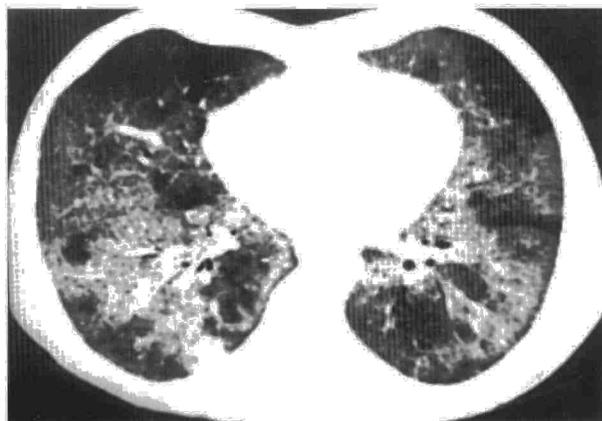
TAC de alta resolución a nivel de lóbulos inferiores que muestra la existencia de una afectación pulmonar bilateral y difusa caracterizada por opacificación tenue, con aspecto de "vidrio esmerilado", que no oblitera las marcas broncovasculares. Obsérvese la presencia de una fina reticulación en el seno de las áreas de opacificación.
